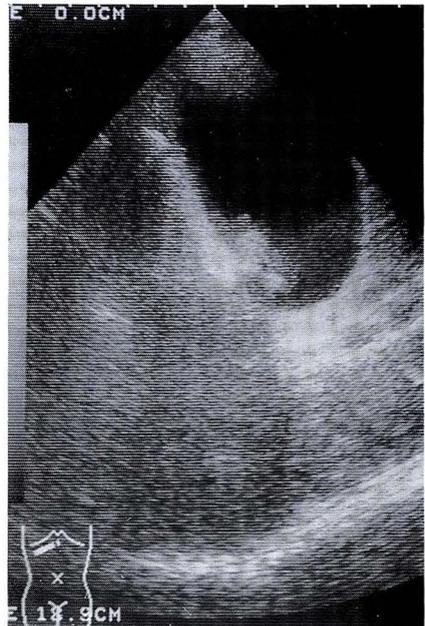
Abdominal ultrasonography shows mildly extended gallbladder with 1 cm sized stone and sludge.
